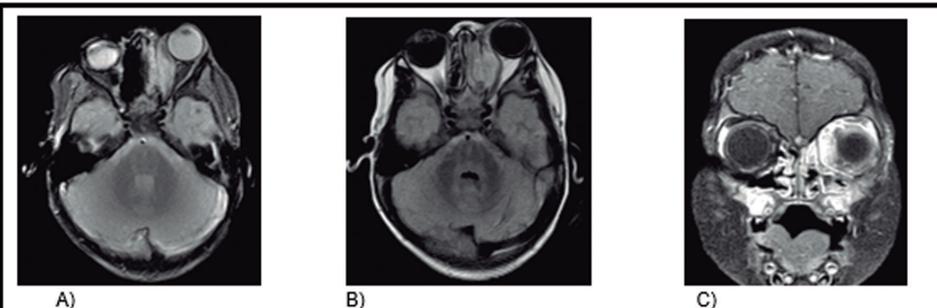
Resonancia Nuclear Magnética (RNM) de encéfalo y órbita. A y B cortes axiales y C corte coronal (A T2; B y C T1). Control absceso intraorbitario izquierdo adosado a pared medial de órbita izquierda con componente inflamatorio preseptal que rechaza al músculo recto medial y globo ocular. Además, se observa cambios inflamatorios etmoido-maxilares izquierdos.
